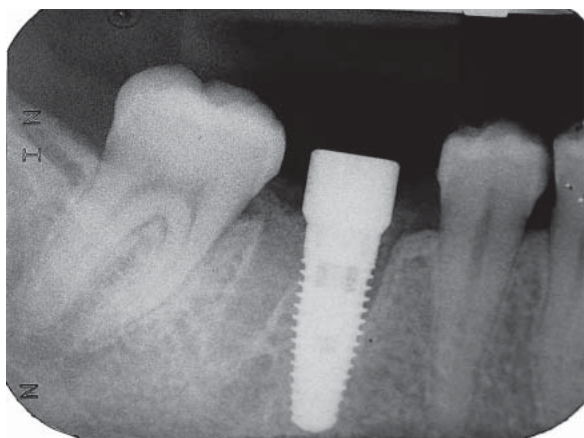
Radiografía posterior a la colocación del implante.
